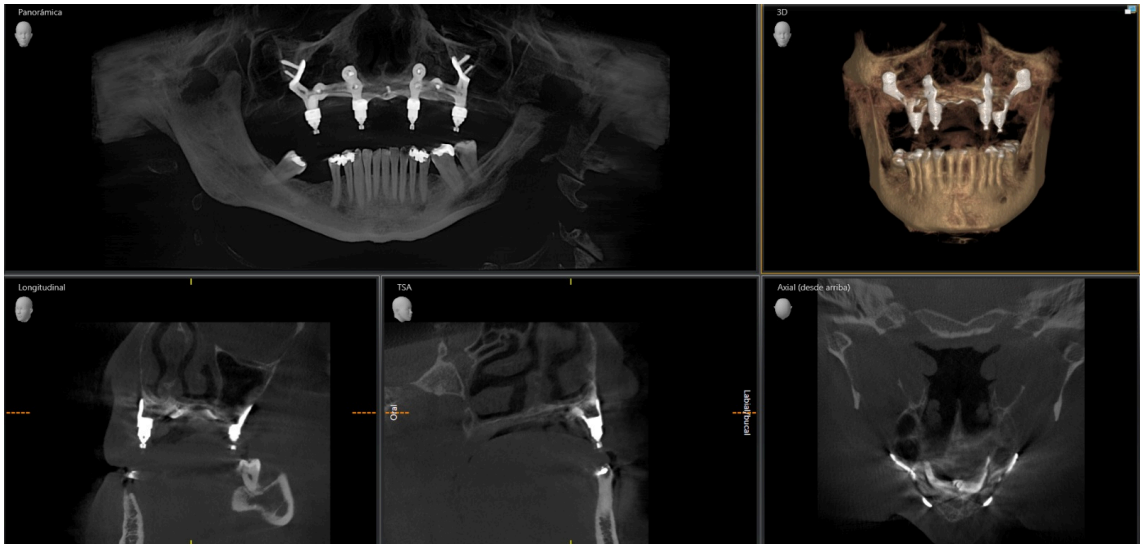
CBCT control del paciente 2.
